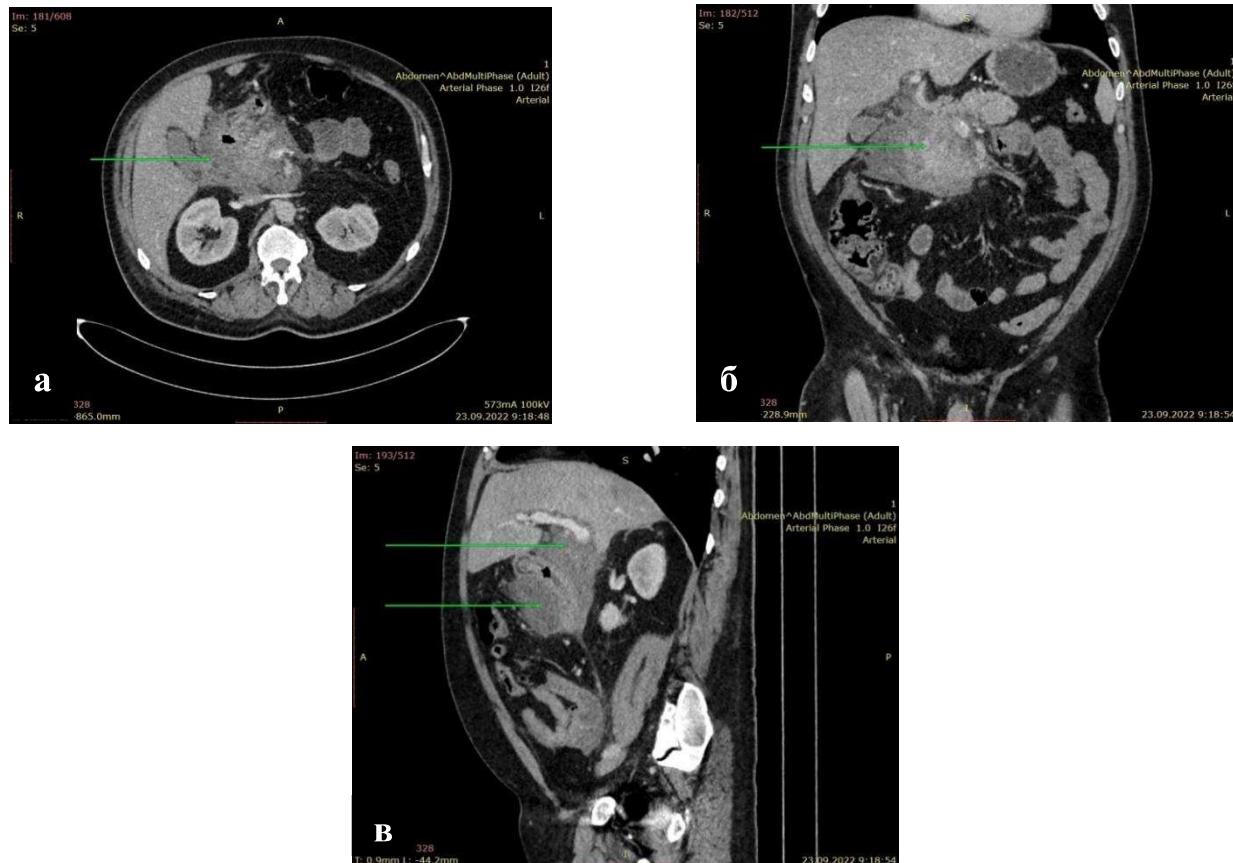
КТ органов брюшной полости больного М. с внутривенным контрастированием: а) аксиальная плоскость, реконструкции во фронтальной (б) и сагиттальной (в) плоскостях. Опухоль головки ПЖ (показана стрелками). Лимфаденопатия. Хронический панкреатит.
